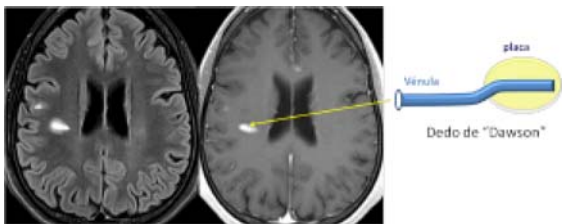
Seqüència transversal ponderada en T2-FLAIR (esquerra) i T1 amb gadolíni (dreta) en pacient amb EM. S'observa una lesió desmielinitzant ovoide situada en la substància blanca subcortical de l'hemisferi cerebral dret amb activitat inflamatòria (realç amb el gadolíni). És el reflex radiològic dels dits de "Dawson".
